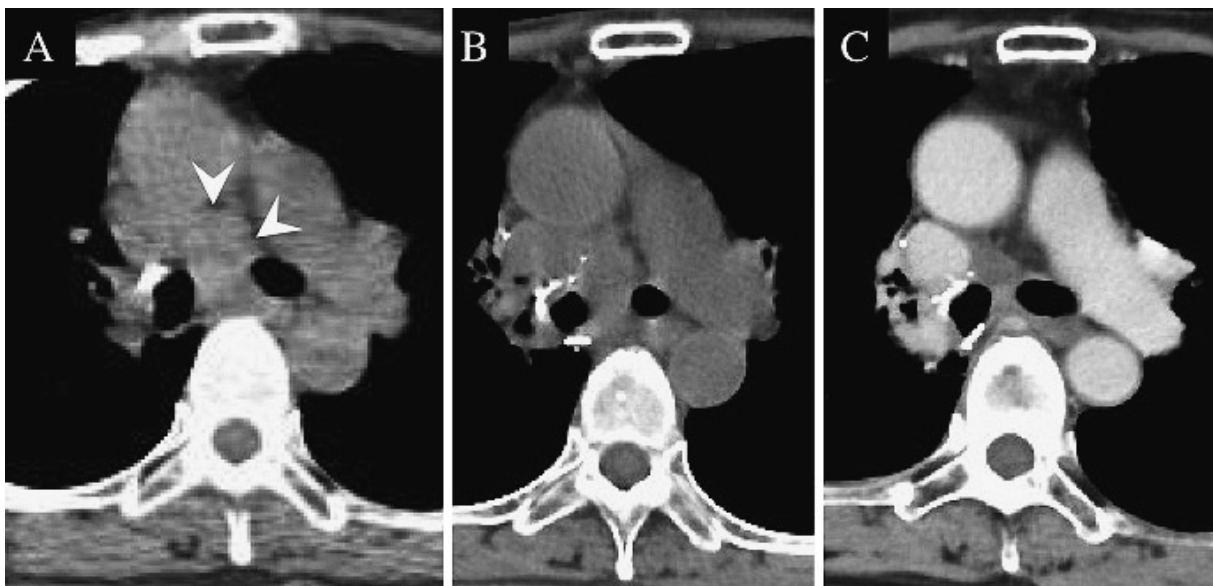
Chest CT scans obtained during the clinical course. A: A subcarinal lymph node (arrowheads) was swollen before the initiation of crizotinib. B: The mass demonstrated no significant decrease before the initiation of alectinib. C: At nine months after the initiation of alectinib treatment, the mass was significantly smaller in size.
